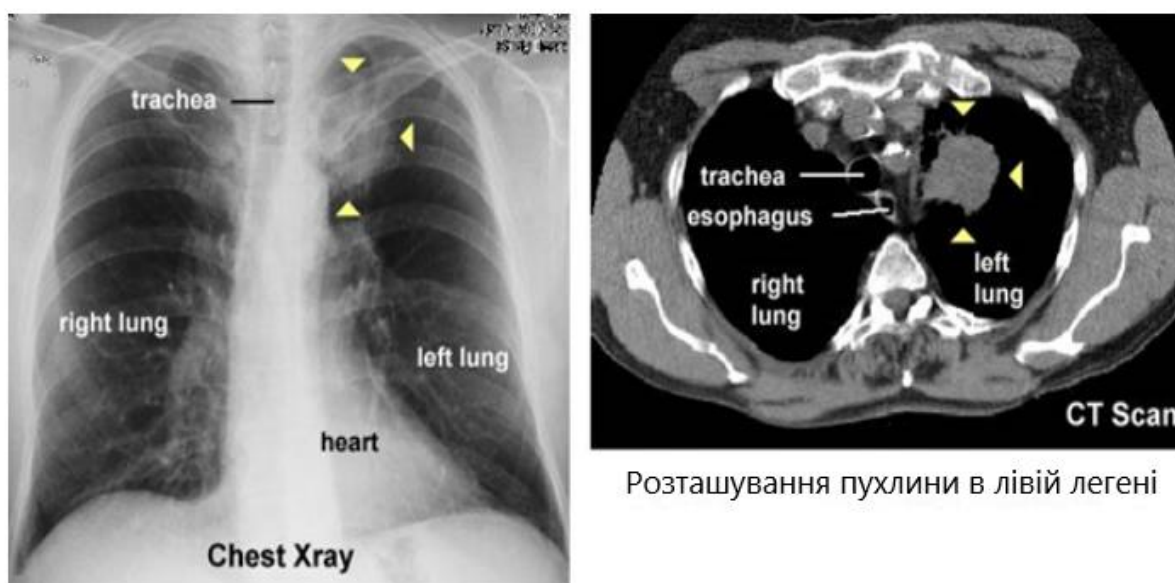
Рентген та КТ-скан грудної клітки
